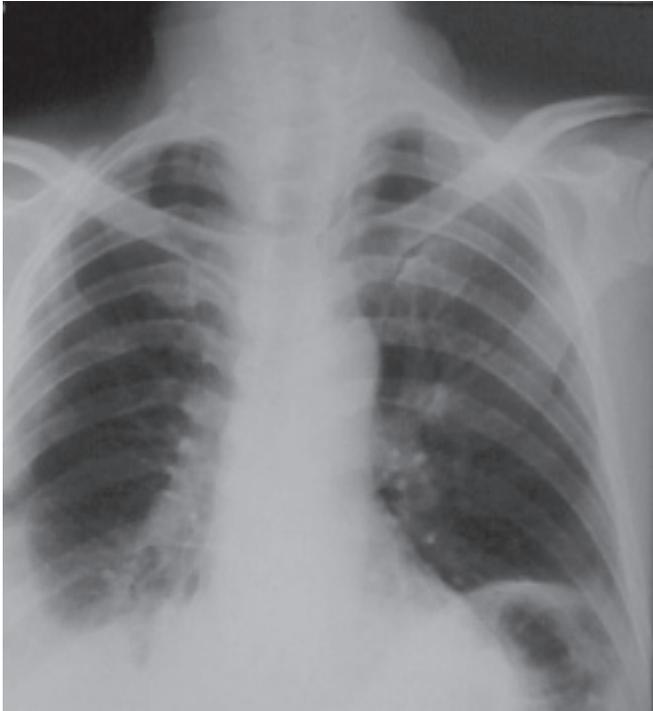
Radiografia frontal de tórax – 38 dias após figura 3. Moderado derrame pleural à direita. Elevação de cúpula diafragmática esquerda. Regressão praticamente completa da consolidação em base esquerda.
